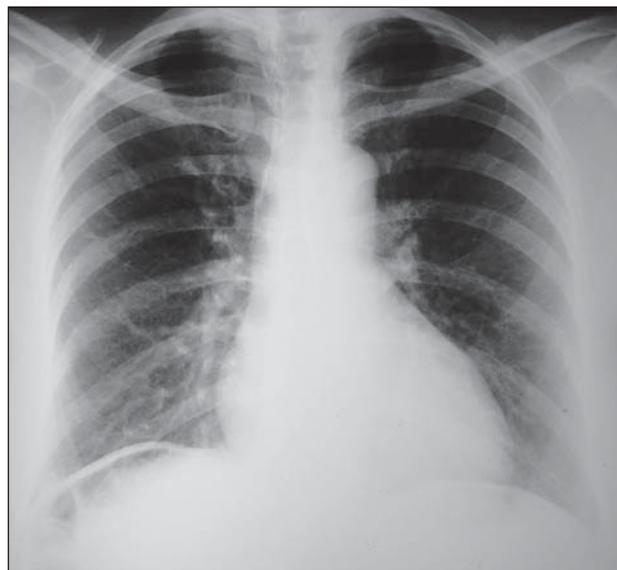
Radiografia de tórax em ortostatismo revela ar no espaço hepatodiafragmático direito.
